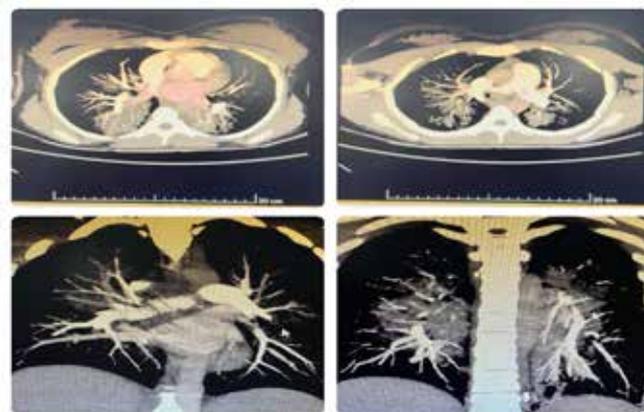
imagem de angiotomografia de paciente realizada na admissão com objetivo de afastar TEP.
